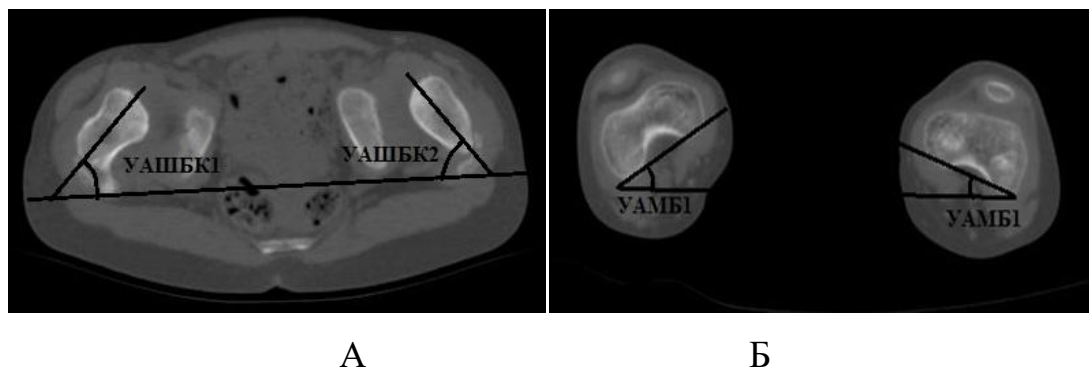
Метод расчета угла торсии бедренной кости по МСКТ ($УТБК = УВШБК - УВМБ$): А. МСКТ ТБС, аксиальный срез на уровне шеек бедренных костей (УВШБК 1,2 – угол верзии шеек бедер); Б. МСКТ ТБС, аксиальный срез на уровне мыщелков бедренных костей (УВМБ 1,2 – угол верзии мыщелков бедер)
